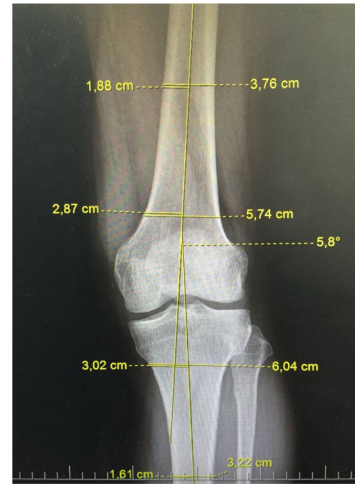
Measurement of the femorotibial angle using AP knee radiography
